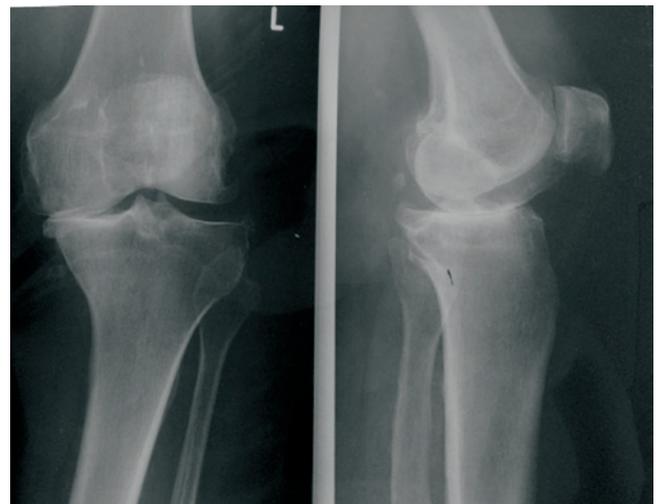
Рентгенограмма левого коленного сустава пациентки, включенной в проспективное исследование
